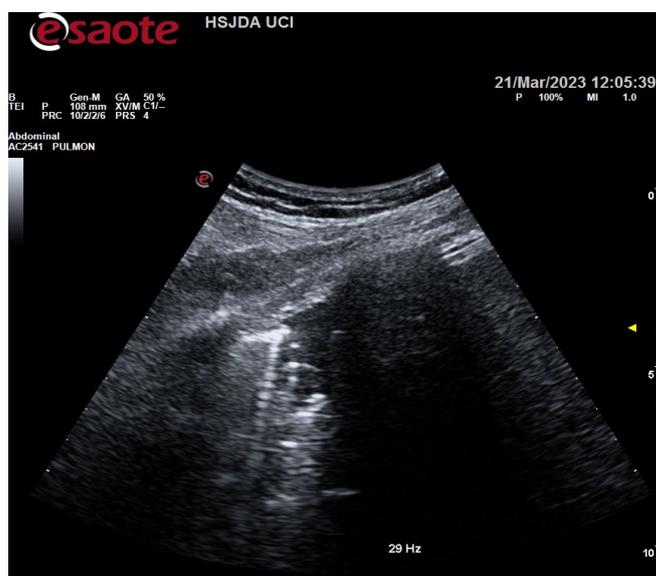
ecografía torácica a nivel de línea media axilar inferior con imagen de broncograma sugestiva de neumonía y coalescencia de líneas B e imagen sugestiva de derrame pleural homogéneo
